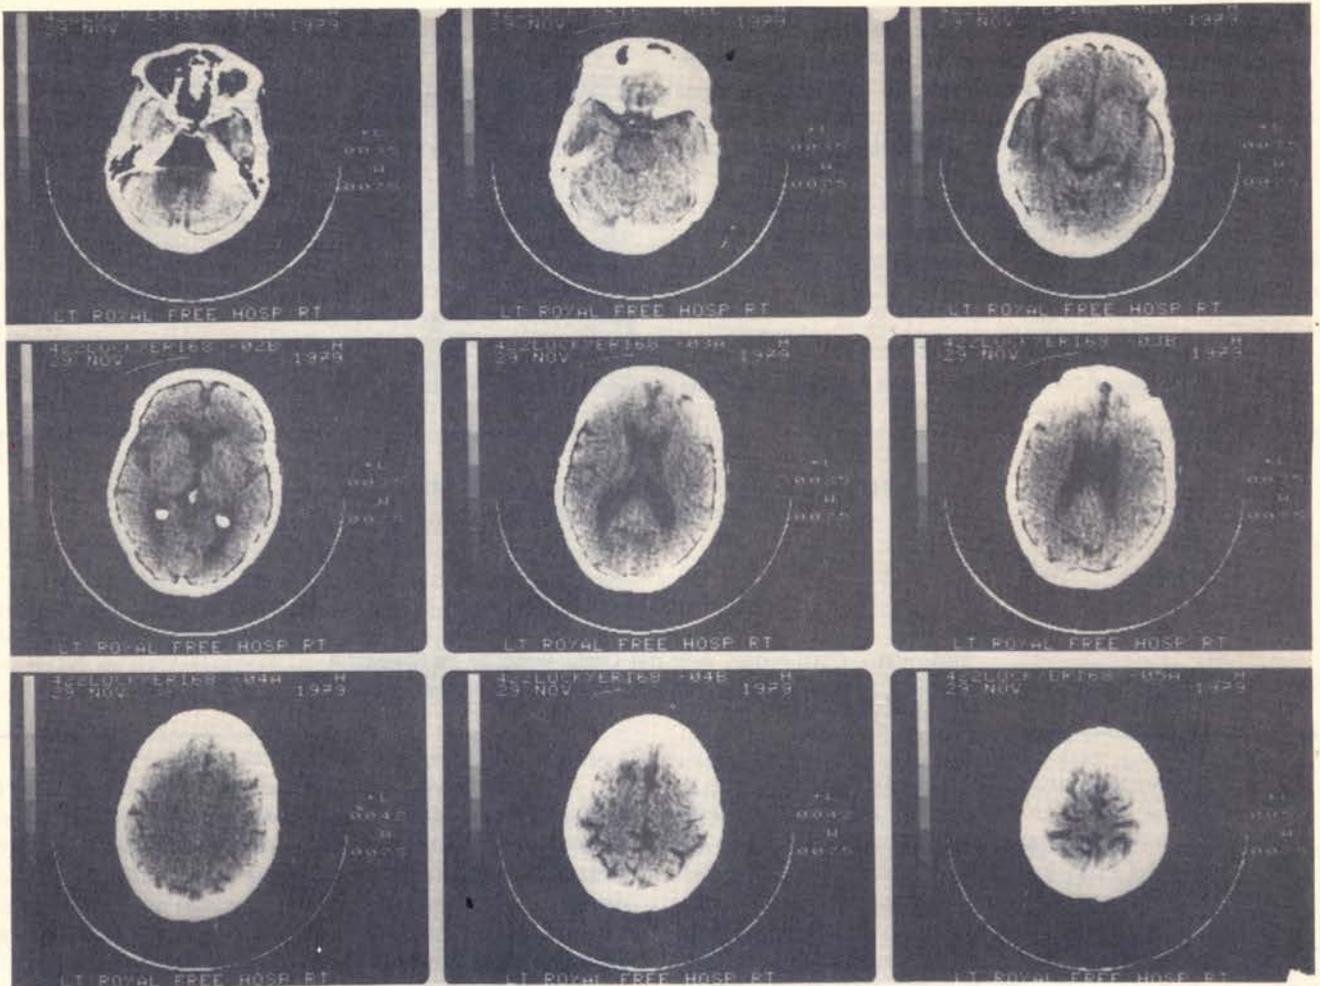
Cortes diferentes y como es presentado el TAC finalmente. Este pertenece a un paciente con atrofia cerebral.
